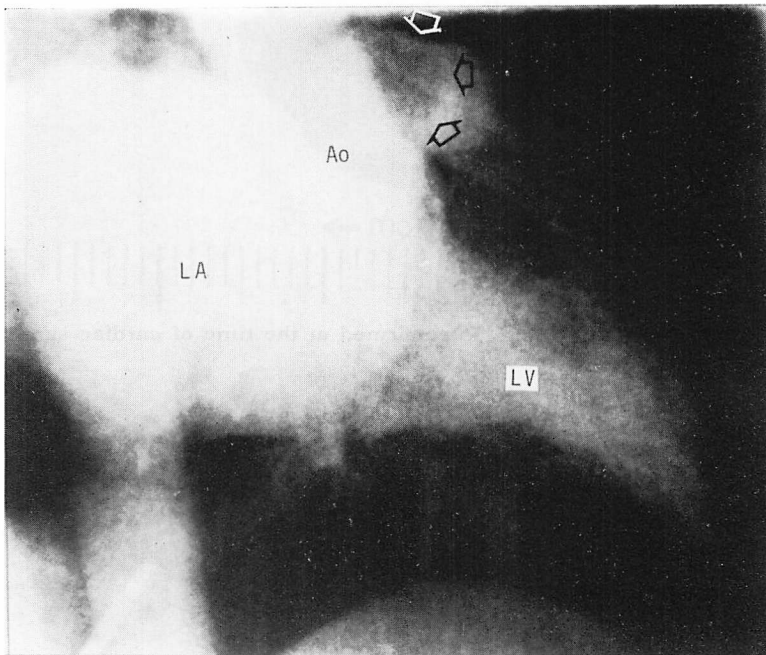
Cardiac computed tomogram of patient 3.
